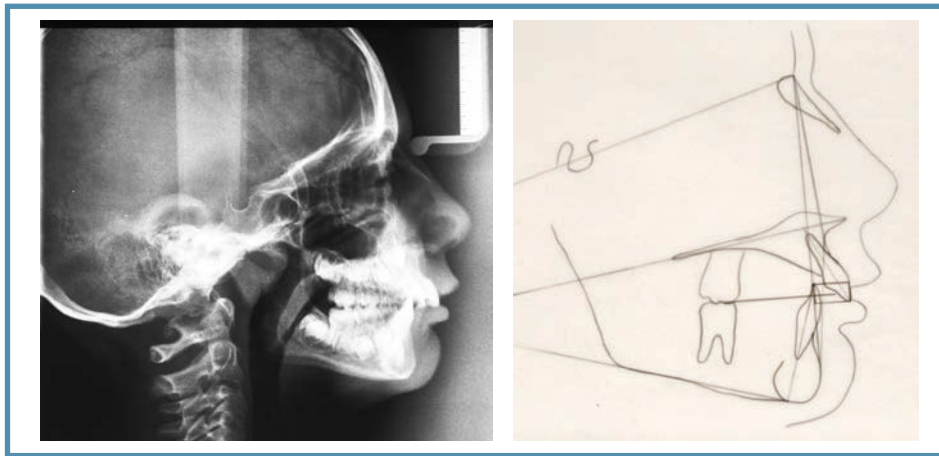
Radiografía de tórax y estudio cefalométrico en la fase inicial
